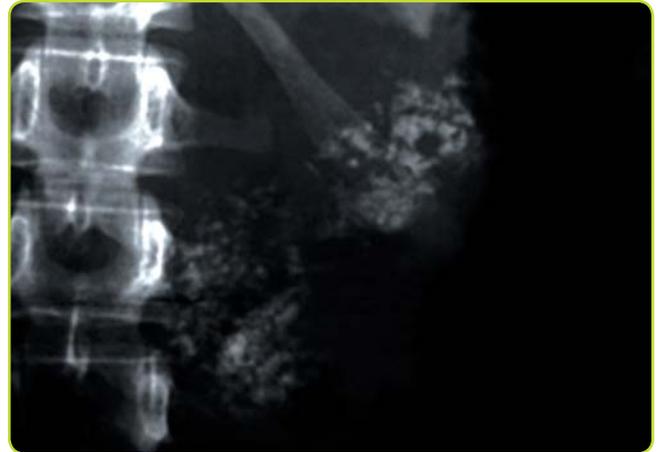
Radiografía simple de abdomen, en la que se observan calcificaciones pancreáticas.
